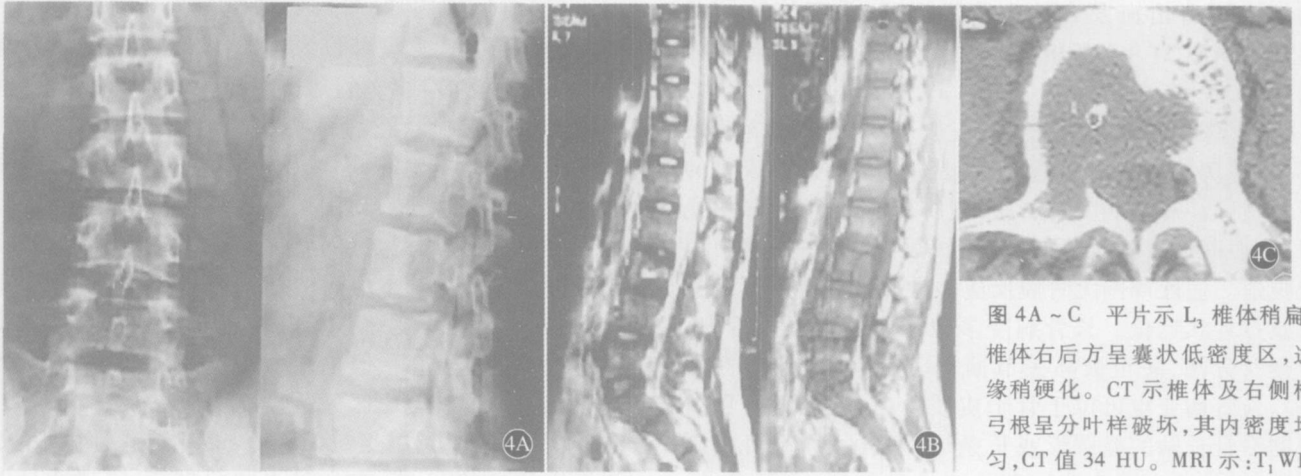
C 平片示 L₃ 椎体稍扁, 椎体右后方呈囊状低密度区, 边缘稍硬化。CT 示椎体及右侧椎弓根呈分叶样破坏, 其内密度均匀, CT 值 34 HU。MRI 示: T₁WI
